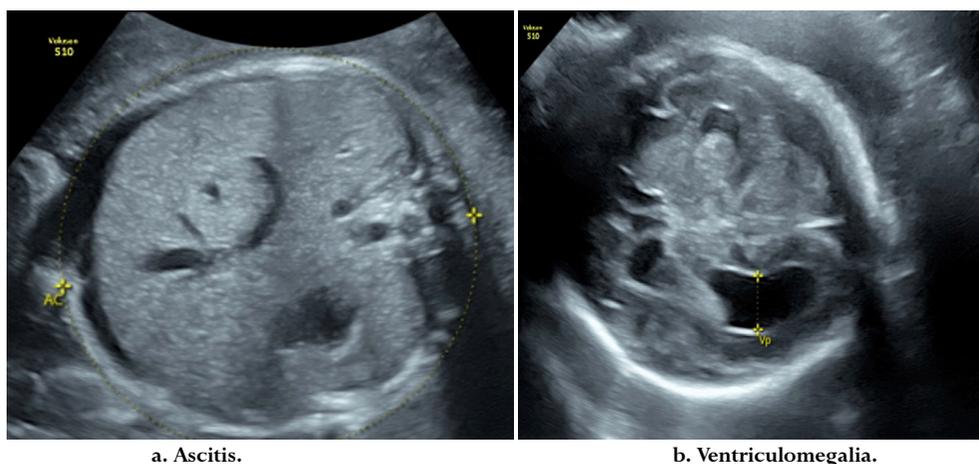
Ultrasonido de feto con infección sifilítica a las 30 semanas e hídrops fetalis.
